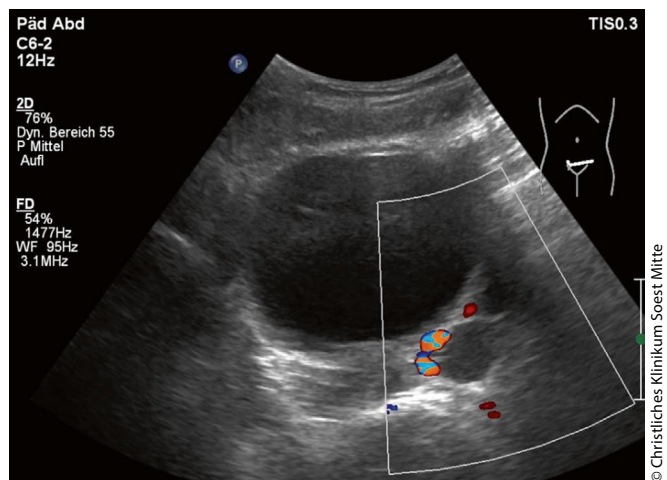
Sonografiebild: Deutlich sichtbar sind die „dopplerleeren“, tischtennisballgroßen zystischen Strukturen im linken Unterbauch.
